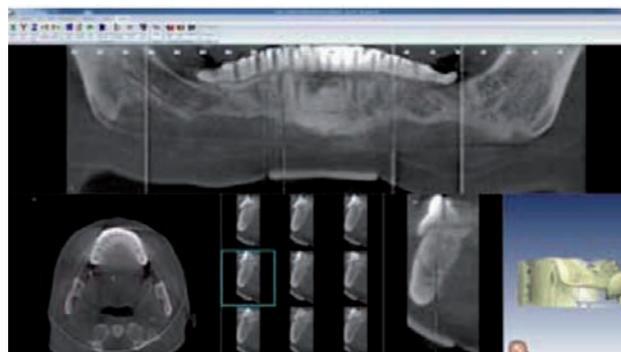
TAC del paciente.
